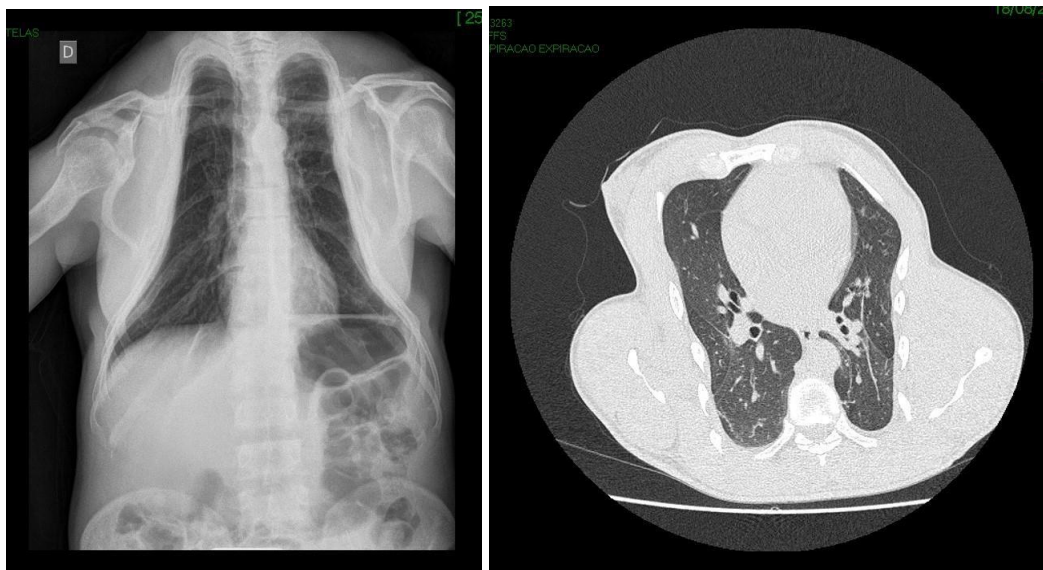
2A - Alterações morfoestruturais em Radiografia; 2B - Tomografia de tórax com visualização alterações morfoestruturais em arcos costais e lesões pulmonares suspeitas.
